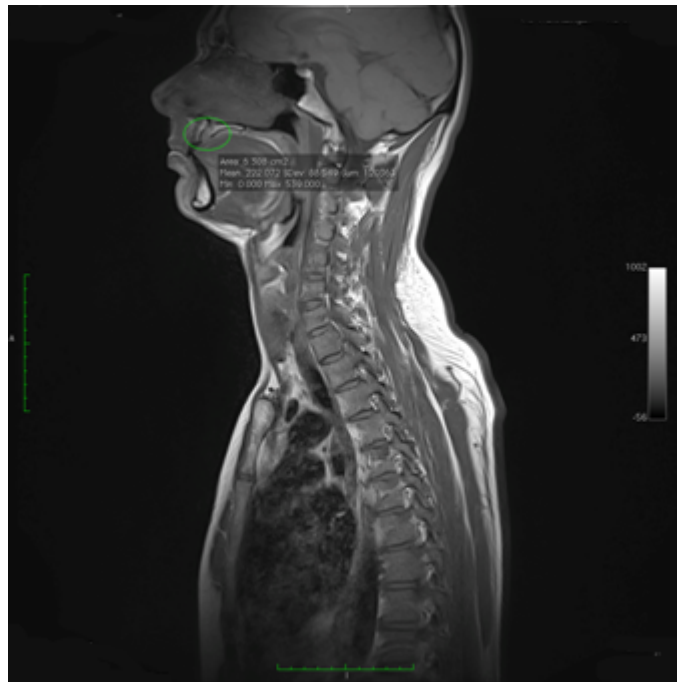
Sagittale MRT Schichtaufnahme in der Medianebene mit Darstellung einer nasopalatinalen Zyste (grüne Ellipse) bei einem 44-Jährigen männlichen Probanden
